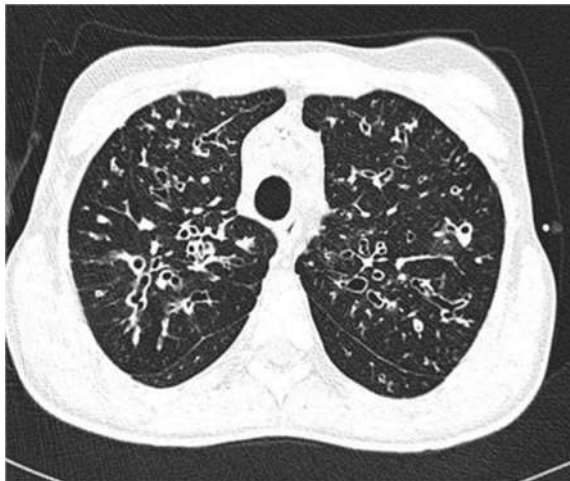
Рентгенограма. Хворий В., 25 років.
